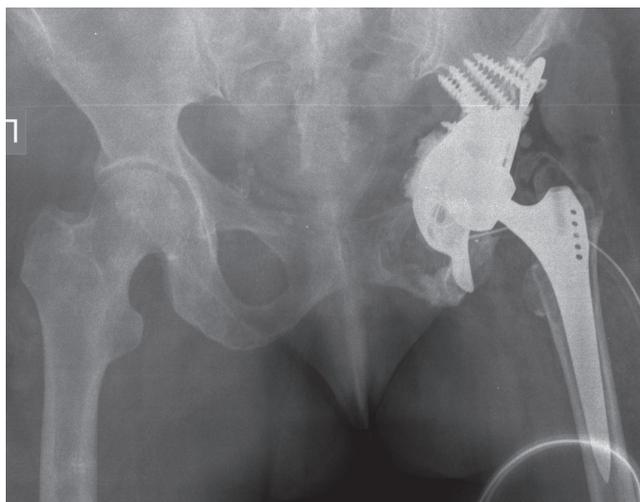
Рентгенограмма таза после ревизионного эндопротезирования: аллоостеопластики, замещения дефекта полусферическим аугментом из пористого титана, имплантации антипротрузионного кейджа Burch-Schneider, в который установили вертлужный компонент цементной фиксации
